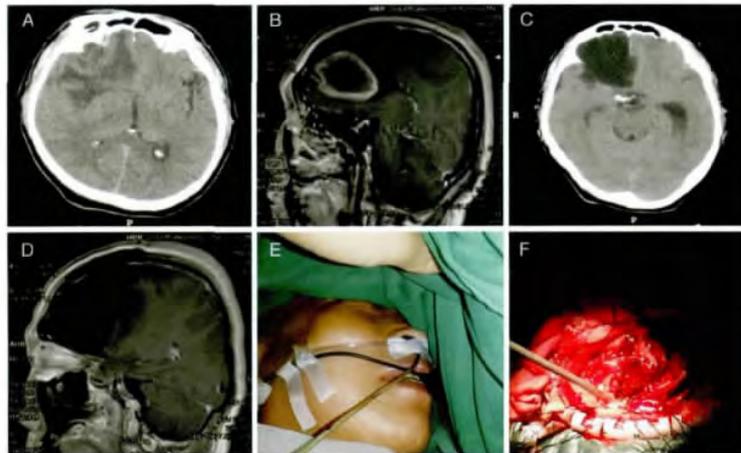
图 A 术前 CT 显示不规则片状低密度灶,边界不清;图 B 术前增强 MRI 显示胶质瘤环状强化,周围伴低信号区域,边界不清;图 C 术后一个月,胶质瘤完全切除,原瘤腔内充满脑脊液;图 D 术后一个月增强 MRI,胶质瘤完全切除,原瘤腔内充满脑脊液;图 E 患者术中唤醒麻醉,配有麦克风讲话,无气管插管;图 F 术中手术切除胶质瘤。
